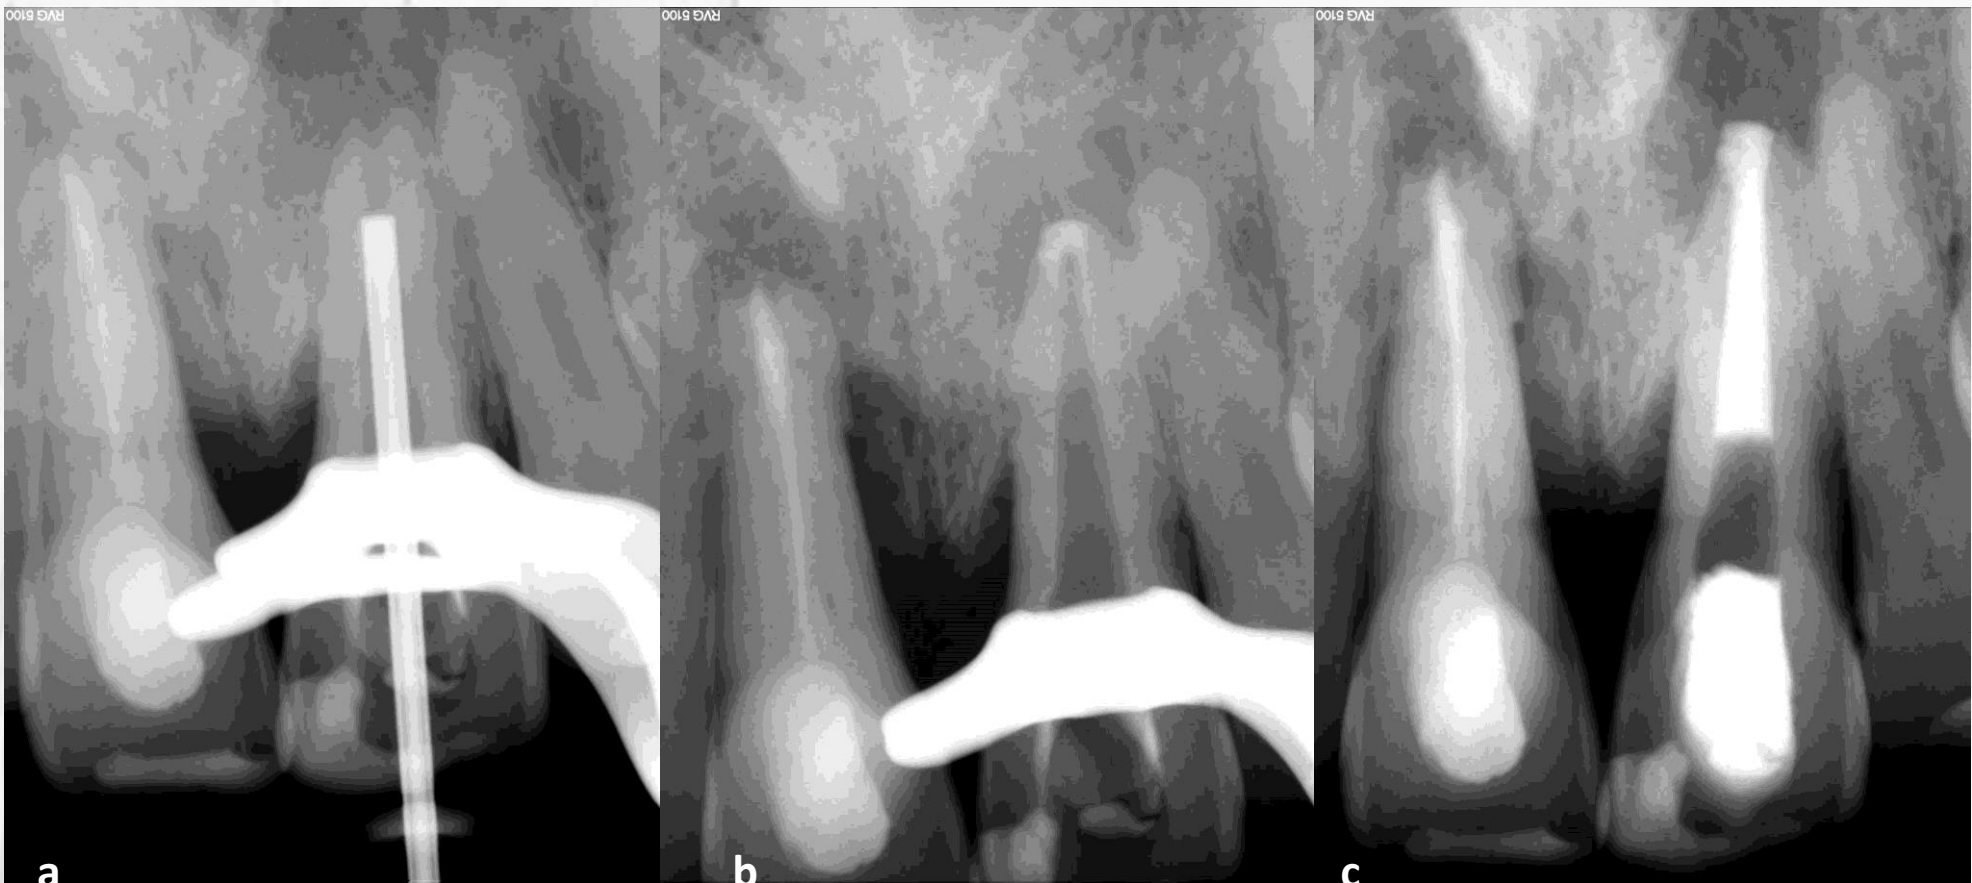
a- confirmação da posição do condensador ; b- confirmação da adaptação apical da barreira de MTA; c- radiografia final
